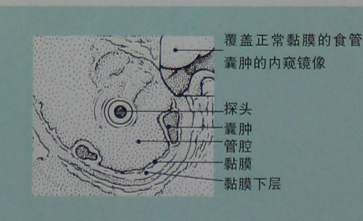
经电视内窥镜管道进入的旋转超声探头显示的食管壁图像。右上方的插图是内窥镜图像。超声图像显示数个黏膜下食管囊肿和正常食管壁的层面。
